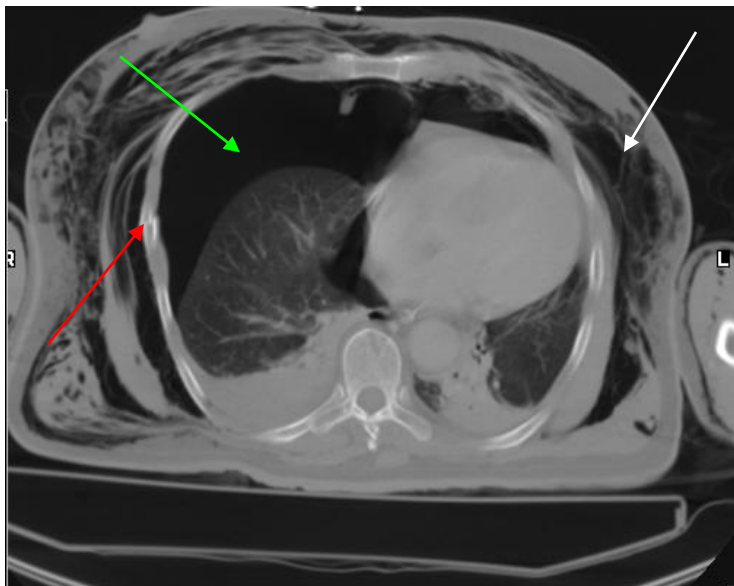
Corte de TAC: fractura costal unifocal (flecha roja); neumotórax anterior (flecha verde); enfisema subcutáneo (flecha blanca).
